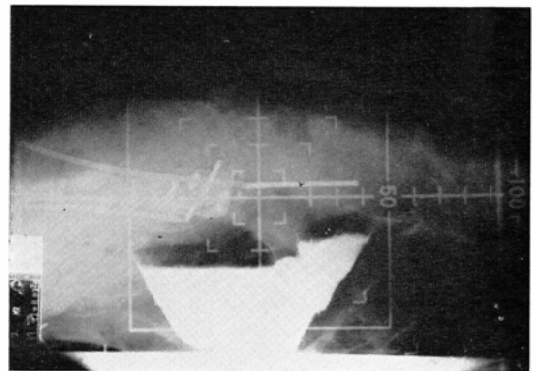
A Radiograph of Rectum
